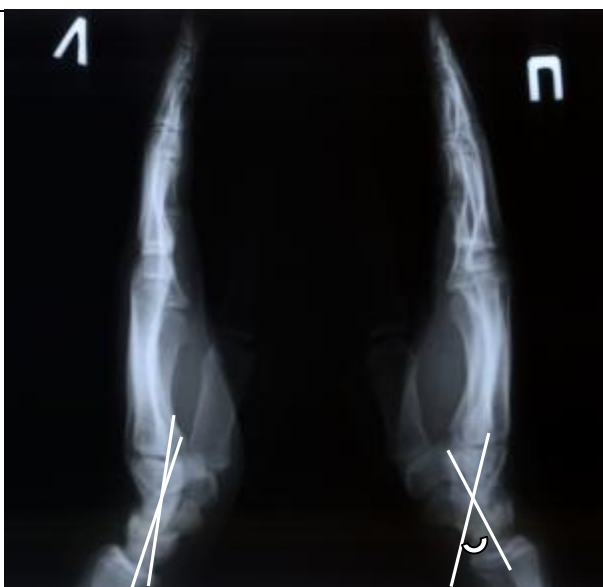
Рентгенограмма пациента Я. Увеличение головчато-полулунного угла при недиссоциированной нестабильности запястья справа
